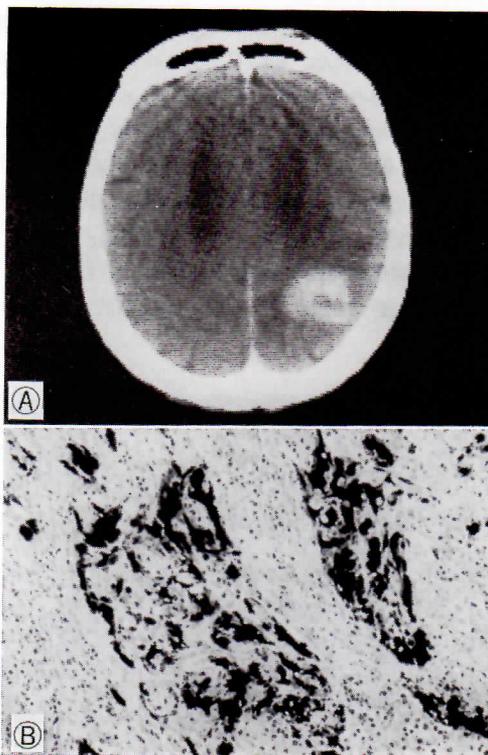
A：初回手術前の enhanced CT 像。
